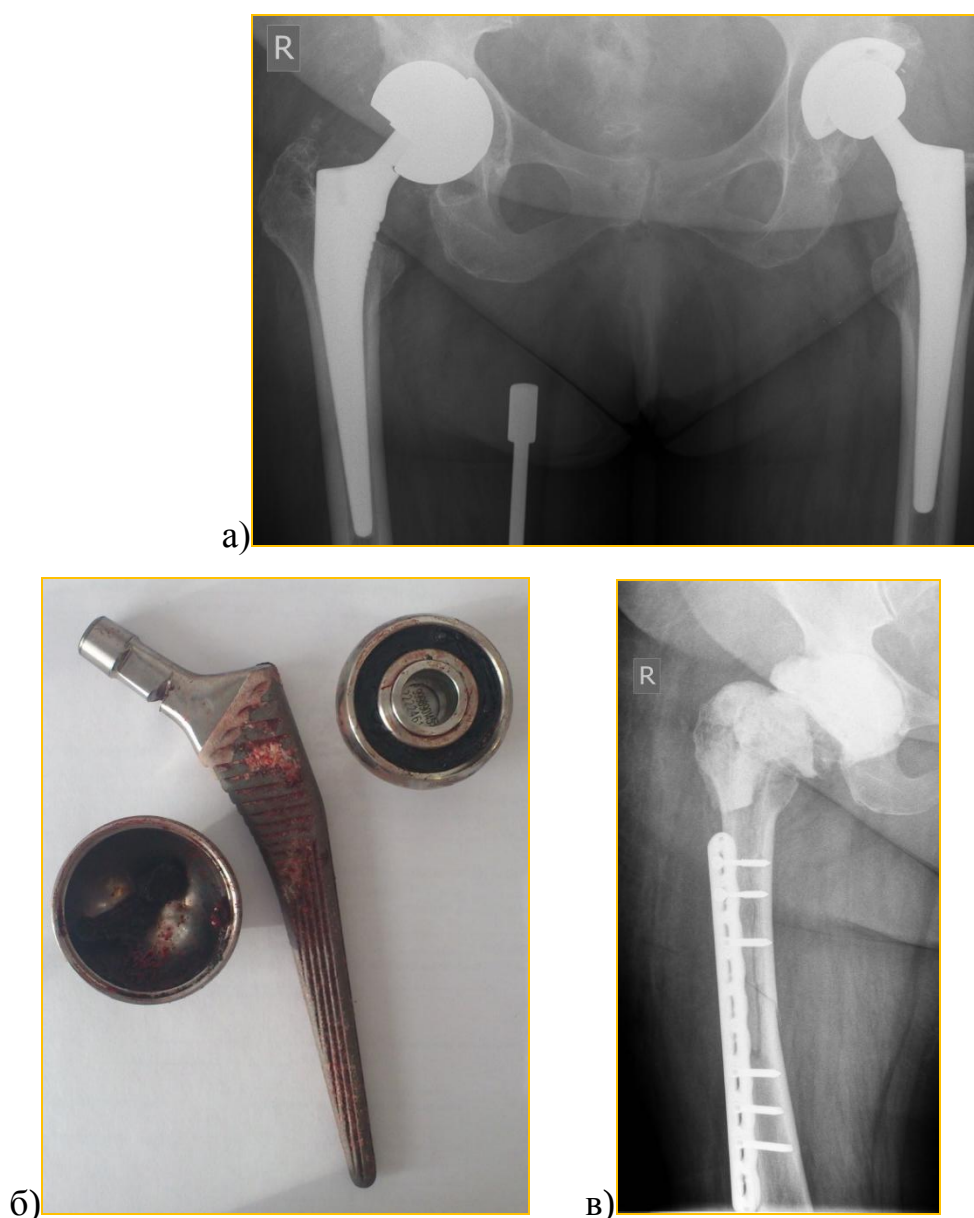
Рентгенограмма таза больной К-ой, 63 года, и/б 21813/18278. Нестабильность вертлужного компонента эндопротеза справа с комбинированным дефектом тазовой кости и повреждением бедренного компонента: а) – при поступлении в клинику; б) – удаленные компоненты эндопротеза с повреждением бедренного компонента; в) – рентгенограмма после первого этапа хирургического лечения – удаление компонентов эндопротеза справа, установка цементного спейсера, остеосинтез бедренной кости.
